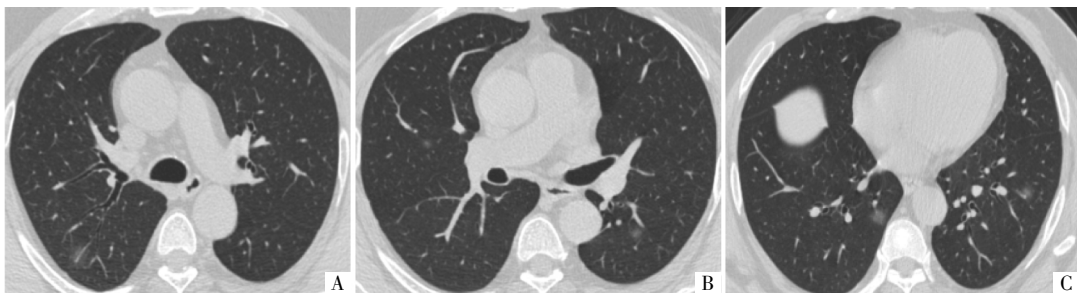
病人男,39 岁。无发热症状,有职业暴露史 5 d 后入院,当日进行 HRCT 检查。A-C 图为 CT 平扫肺窗影像,示两下肺多发小斑片状 GGO,右下肺病灶内血管稍增粗,其余病灶边界清晰,密度均匀。
